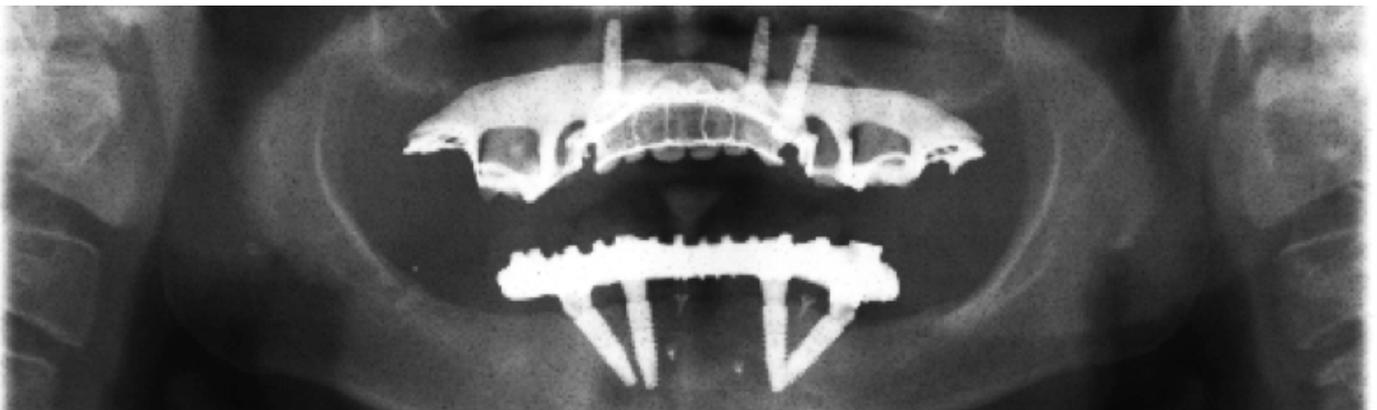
Radiografía con prótesis definitiva.
